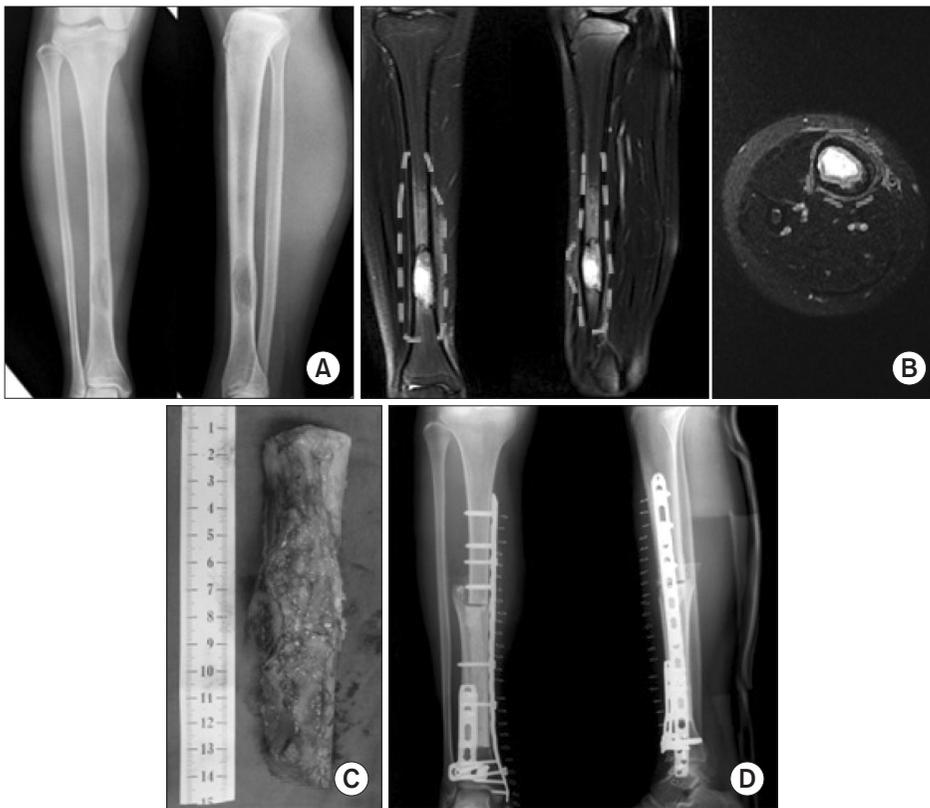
Case 2. A 15-year-old female who underwent planned excision. (A) Preoperative plain radiograph. (B) Coronal, sagittal, axial view of the magnetic resonance imaging taken before a planned surgical treatment. (C) Gross clinical photograph of the widely excised tumor. (D) Postoperative plain radiograph.
